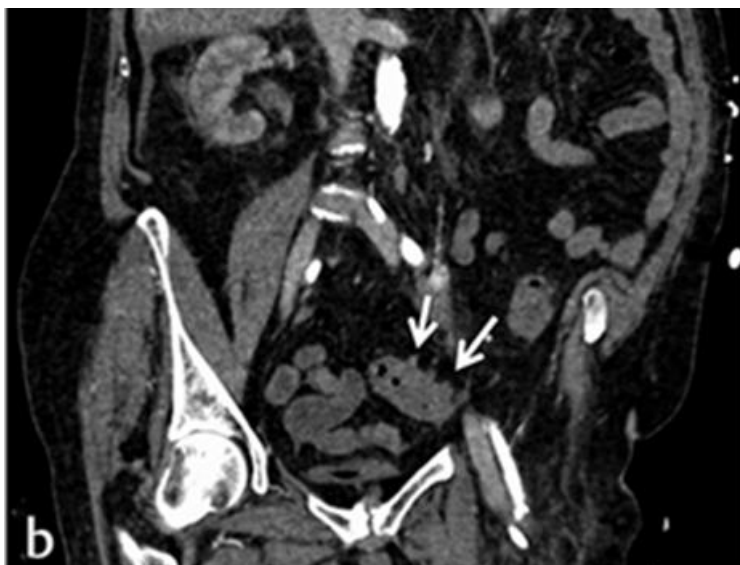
Typ 1: Abdomen-CT einer 73-jährigen Patientin mit Kontrastmittel, Frontalebene. Die entzündeten Divertikel zeigen einen Ausläufer, verdickte Wand (siehe Pfeile) und eine leicht erhöhte Vaskulisation [41].
